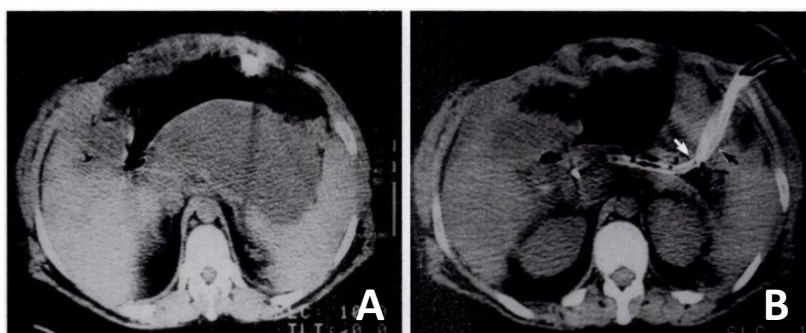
Drenaje de un absceso pancreático que se desarrolló después de un desbridamiento quirúrgico en un paciente con Pancreatitis Aguda. A, en la TAC exploradora para guiar la aspiración de la aguja se ve bien el absceso. El aspirado resultó ser pus, e inicialmente se colocó un catéter en la cavidad. Esta maniobra no descomprimió la cavidad de manera óptima, y el paciente fue llevado a la sala de fluoroscopia para manipular de catéter. Bajo guía fluoroscópica, se amplió la vía y se colocaron dos catéteres 20-F en la colección, aspirándose así el contenido. B, la siguiente TAC muestra la evacuación completa de la cavidad por dos catéteres de mayor calibre que el anterior.
